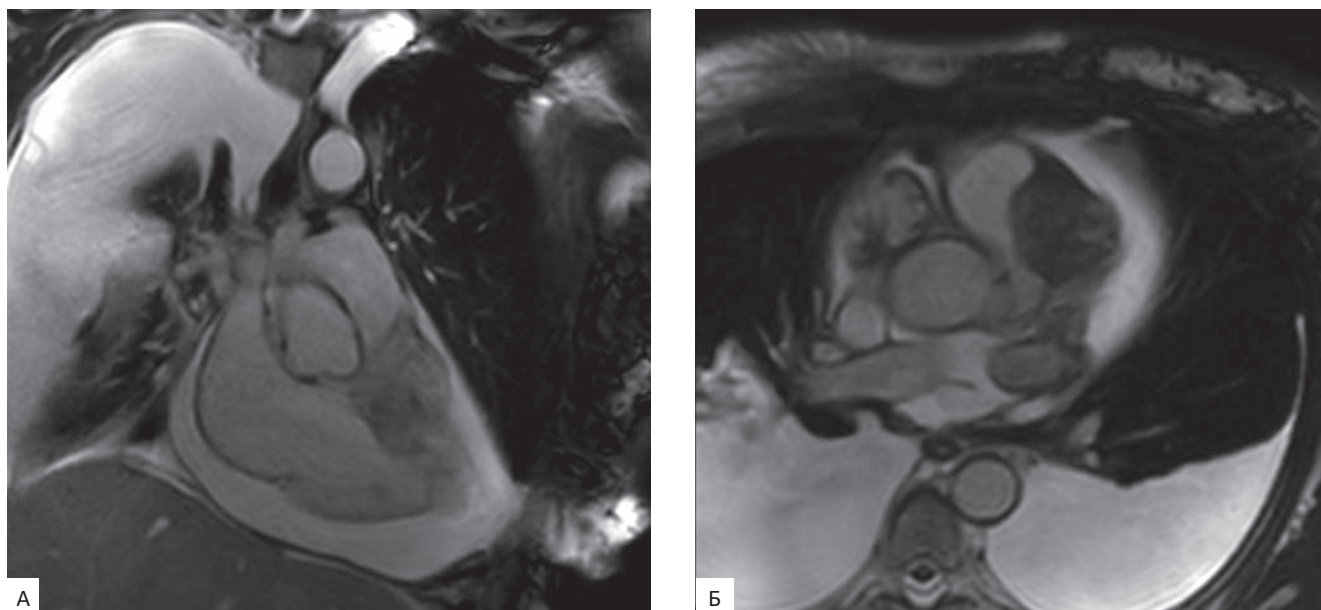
Магнитно-резонансная томография сердца. В стенке правого желудочка во фронтальной (А) и аксиальной (Б) проекциях определяется новообразование, которое пролоббировало в полость правого желудочка, частично перекрывая просвет устья легочного ствола, а также распространяется в полость перикарда. Двусторонний гидроторакс, гидроперикард
